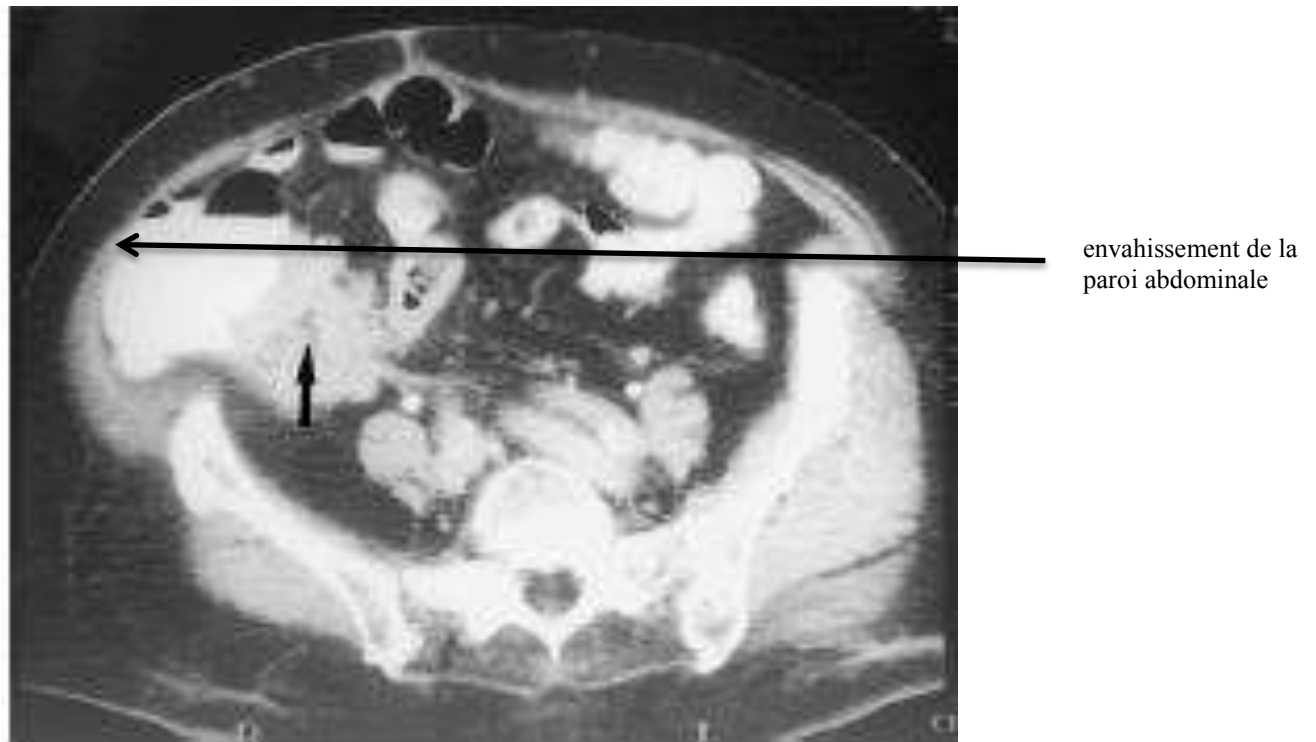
aspect TDM d'une masse iléo-caecale d'origine actinomycosique envahissant la paroi abdominale [83]
